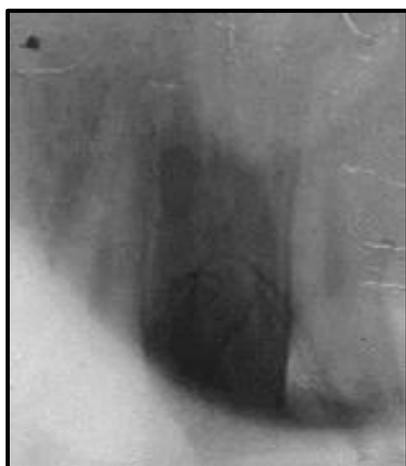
Radiographie préopératoire. Figure 13: Radiographies post-opératoire.
